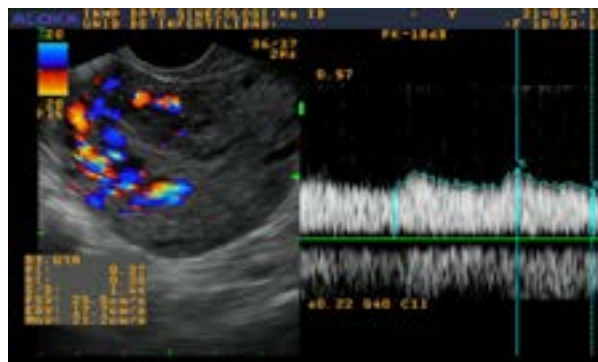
Evaluación ecográfica con Doppler, observando áreas de mayor turbulencia representadas en amarillo, con velocidades sistólicas mayores a 25 centímetros por segundo e índices de resistencia inferiores a 0.3.
